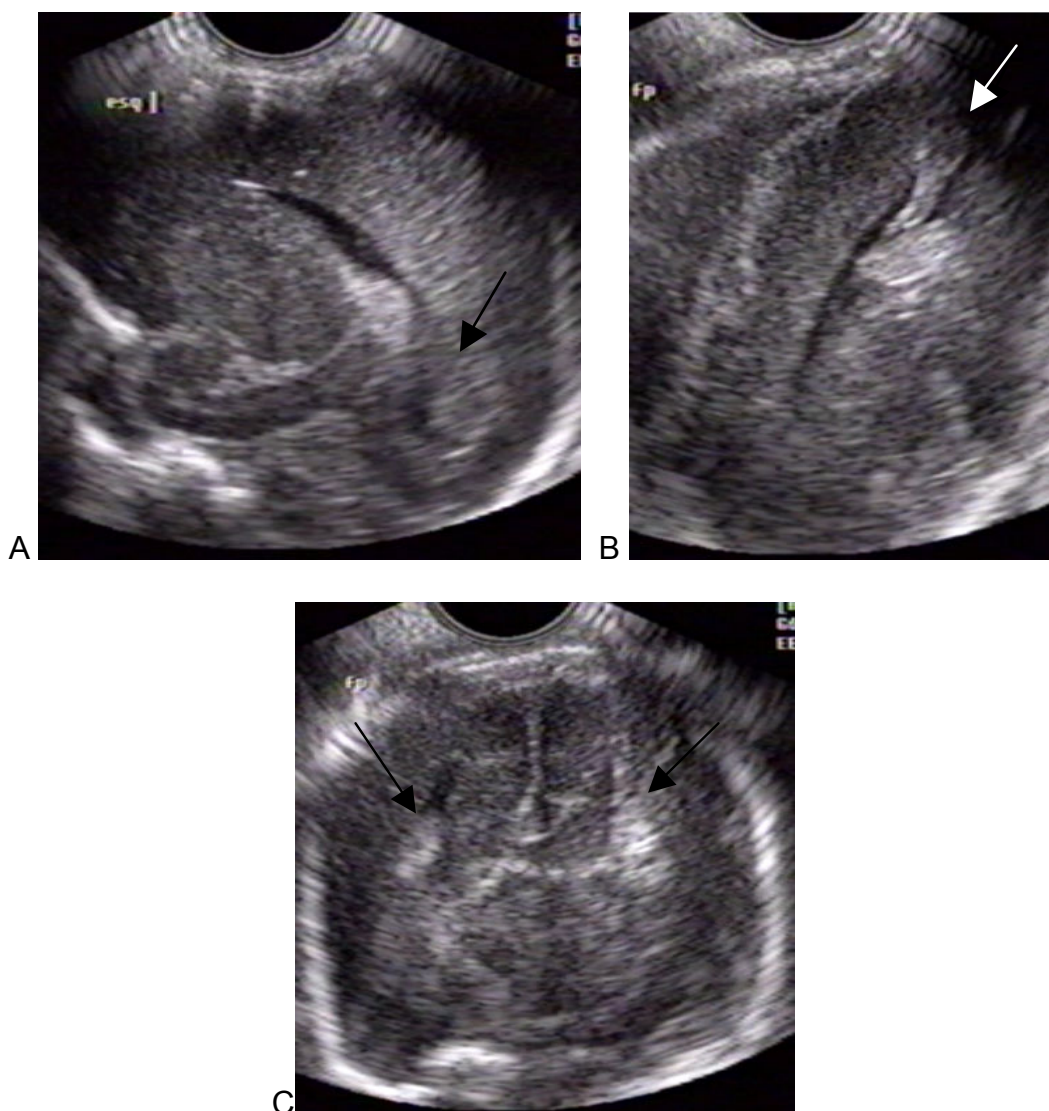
A - Exame realizado pela fontanela anterior, corte para-sagital esquerdo, houve discordância quanto ao resultado da ultra-sonografia: um dos examinadores
